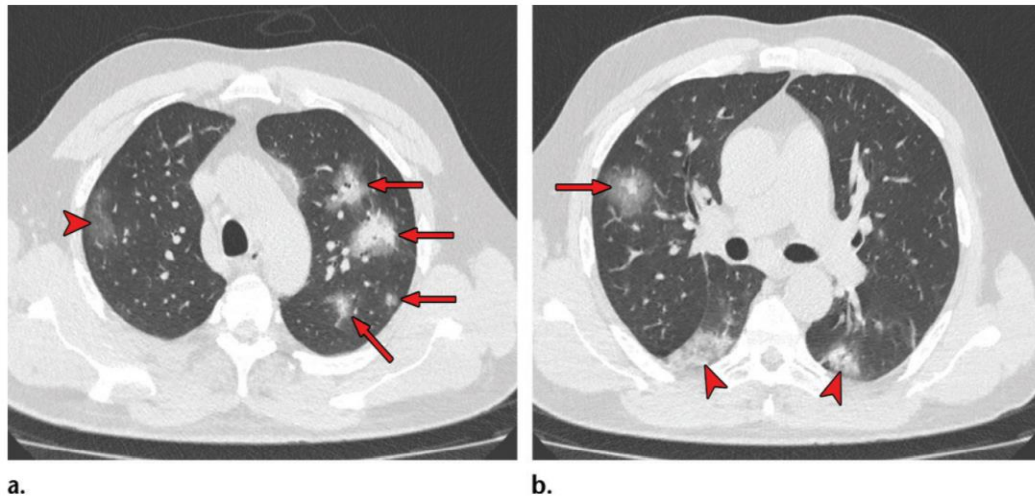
CT scan menunjukkan pola retikular pada lobus kiri bawah dan area subpleural.
